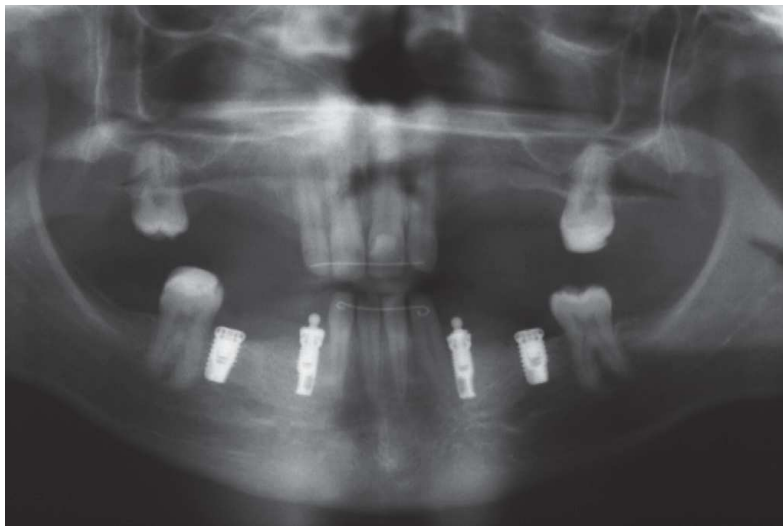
Radiographie du du cas clinique numéro 1: contrôle post-opératoire (80): *Suivi radiographique à 18 mois post-opératoire sur laquelle on observe l'ostéointégration des implants mandibulaires.*
